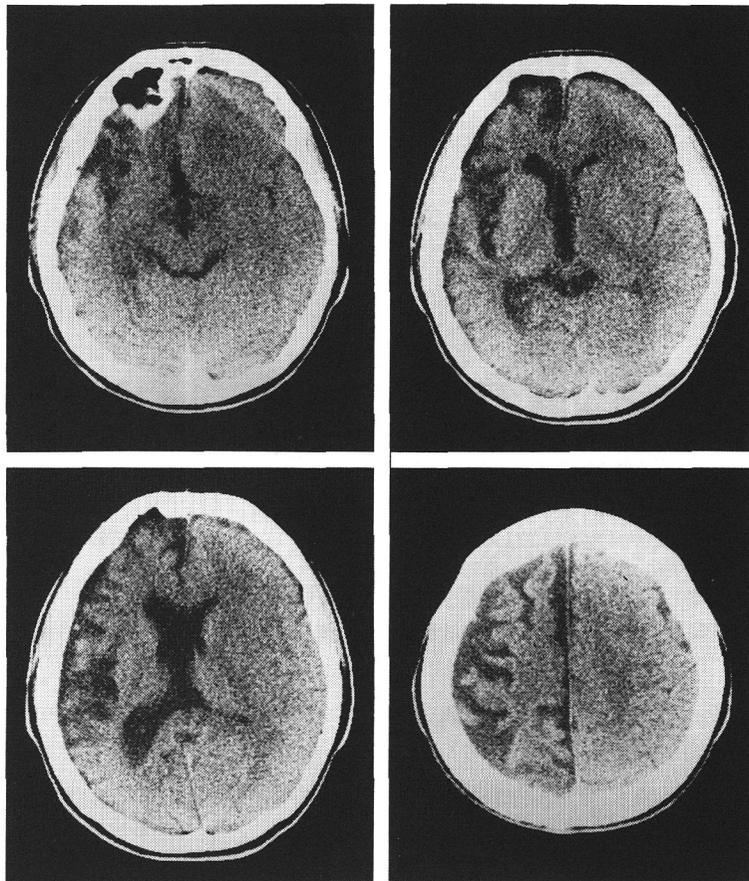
症例4の頭部CT(1985年3月1日, 16歳5ヵ月)
